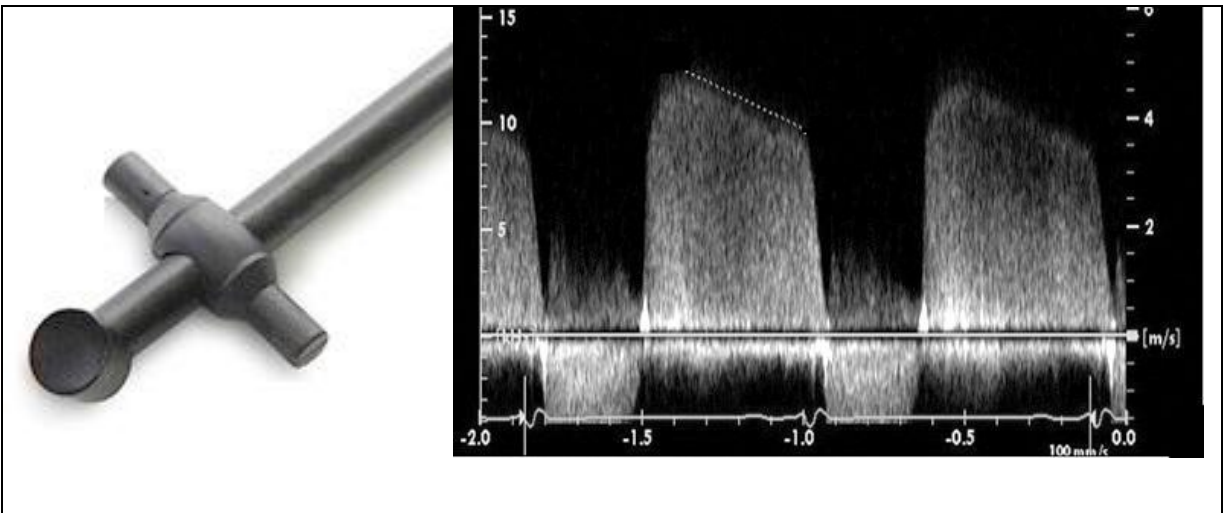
Transductor Pedoff y espectro de Doppler continuo¹⁴.
